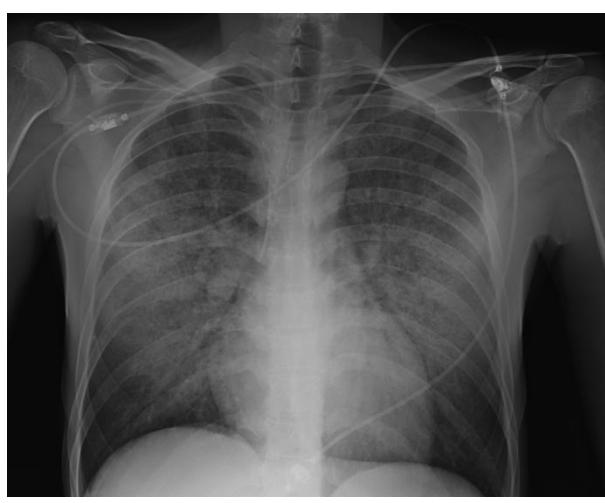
Radiografía de tórax de control a los 4 días de evolución.
